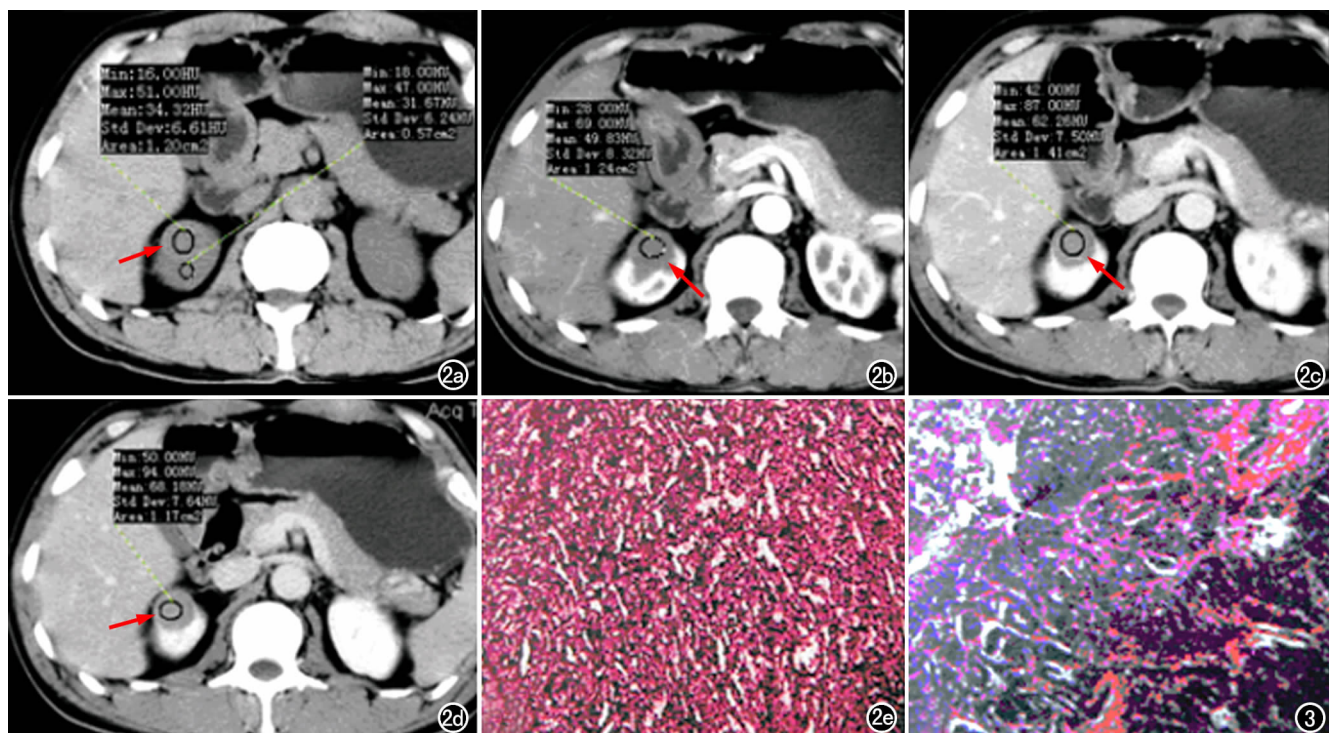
a) CT 平扫示右肾上极类圆形稍低密度肿块(箭),边界清楚,密度均匀,稍突出肾外,CT 值约为 33.6 HU; b) 增强肾皮质期,病变轻度均匀强化(箭),CT 值约 57.2 HU; c) 肾实质期,病变持续强化(箭),CT 值约为 62.5 HU; d) 肾盂期,病变边界更加清楚,强化均匀(箭),CT 值约 67.0 HU; e) 瘤细胞呈管状排列,细胞形态一致,细胞核染色质细腻,核仁不明显,呈嗜酸性(×100, HE)。图 3 瘤细胞呈管状、腺泡状排列,细胞核嗜酸性染色,间质水肿伴黏液变性(×100, HE)。
